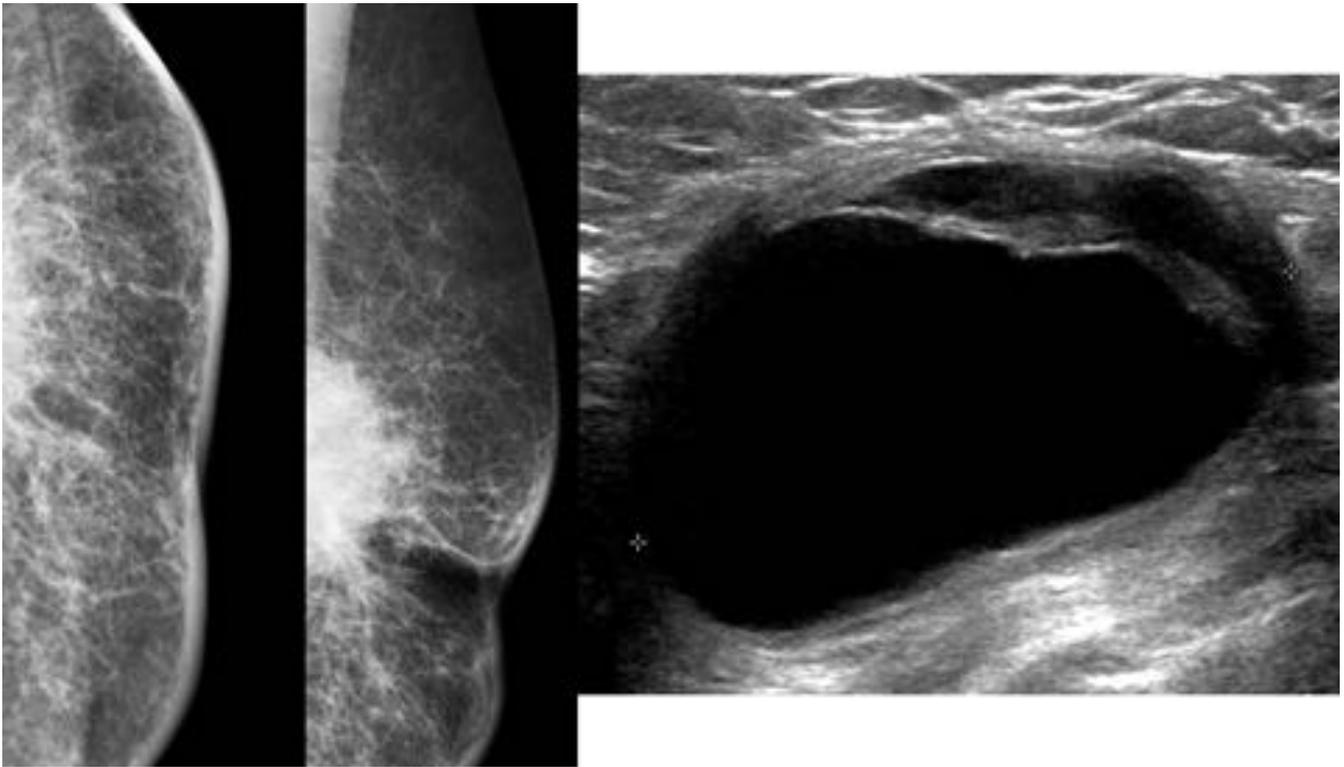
Hematoma posquirúrgico. En este caso, el hematoma aparece como una masa de elevada densidad y márgenes irregulares en mamografía. En la ecografía se demuestra la existencia de una colección fluida de paredes gruesas.
